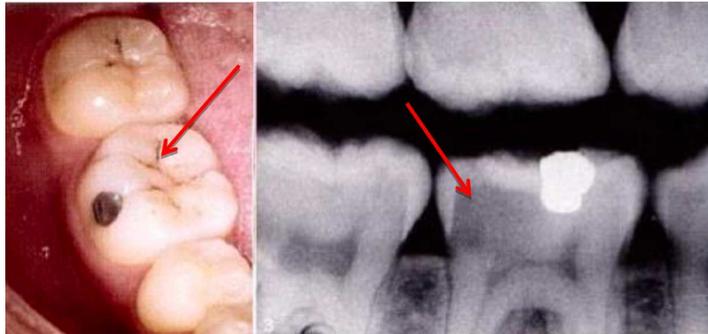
Cliniquement : Un sillon infiltré. Radiographiquement : Une carie étendue (35).
